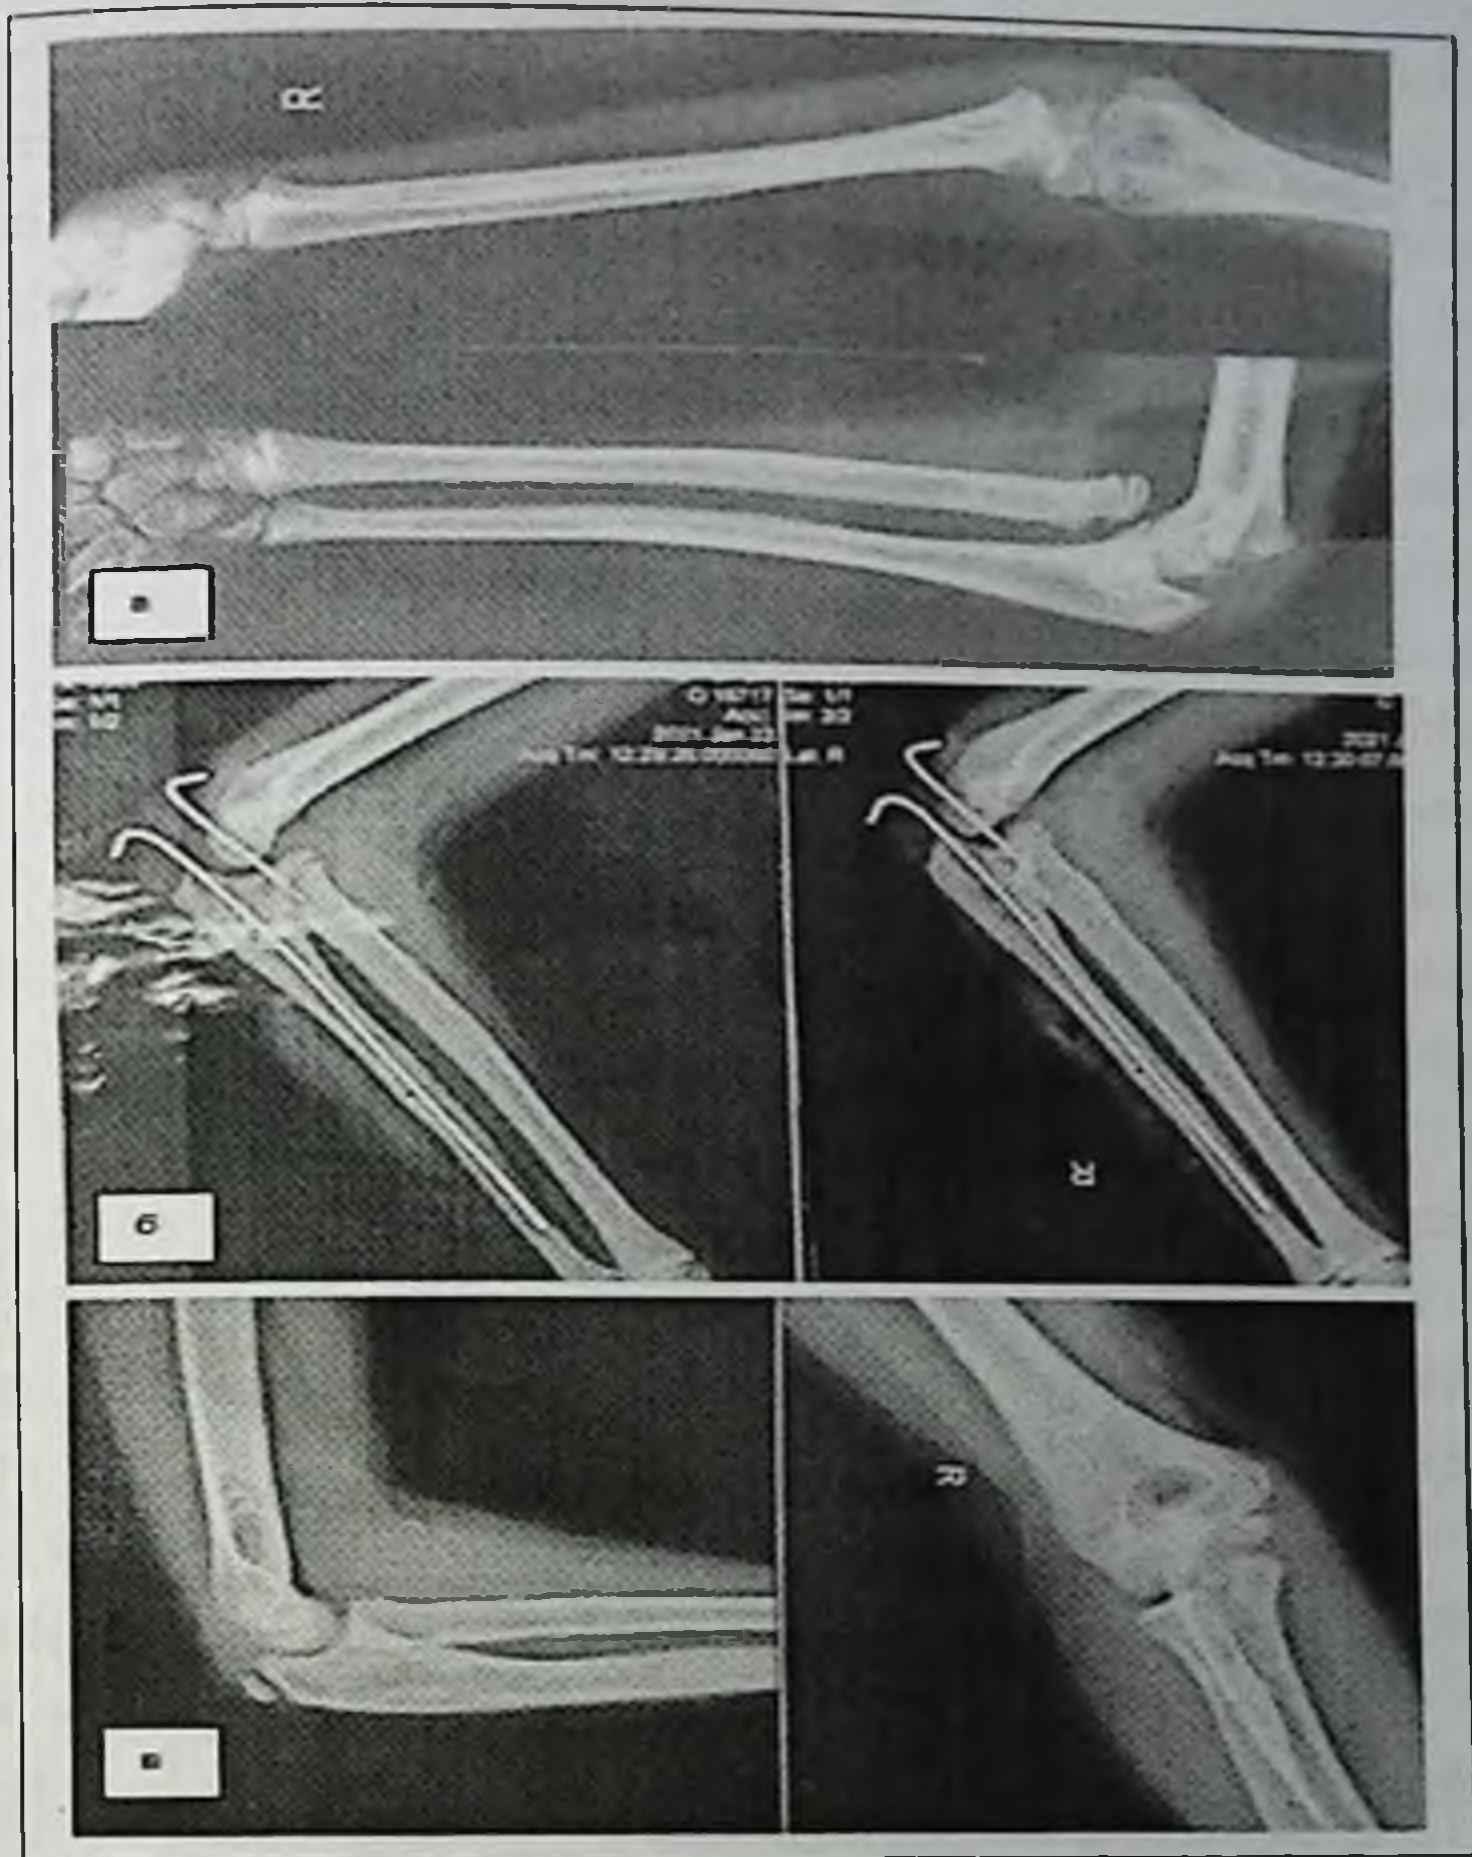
Рентгенограммы больного Ш.: а – при поступлении, б – после остеотомии локтевой кости и вправления ГЛ кости с трансартикулярной фиксацией, в – отдаленный результат лечения, г - функциональные результаты лечения.
